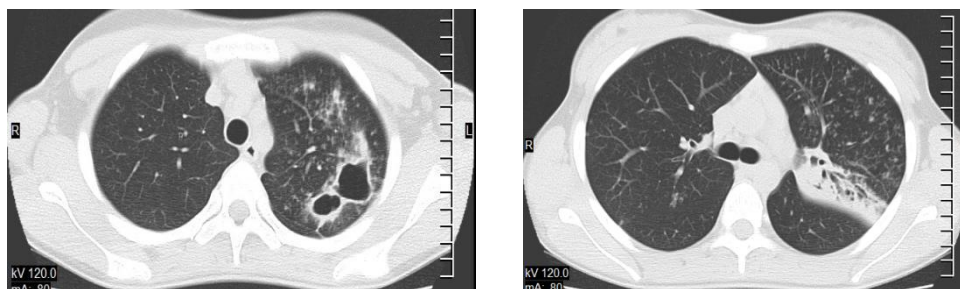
и 21б – Аксиальные срезы КТ ОГК при поступлении
